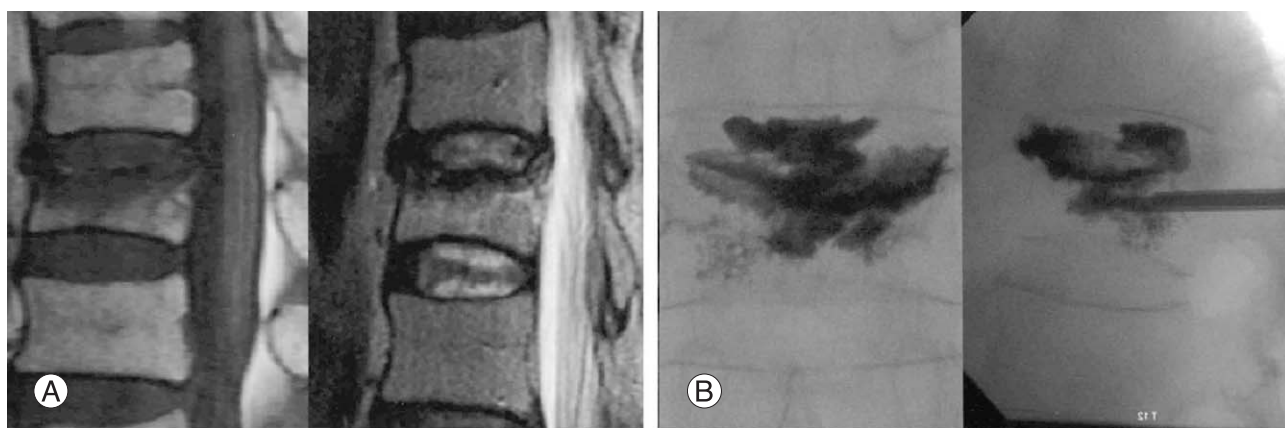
(A) The patient who is 75 years old female. She slipped down and complained back pain. Magnetic resonance images of thoracic vertebra. T1 & T2 weighted images show a vertebral body signal change, vertebral anterior height loss and disruption of upper endplate (B) Intraoperative radiographs of injured vertebra treated with vertebroplasty show a leakage of bone cement into the intervertebral space.
